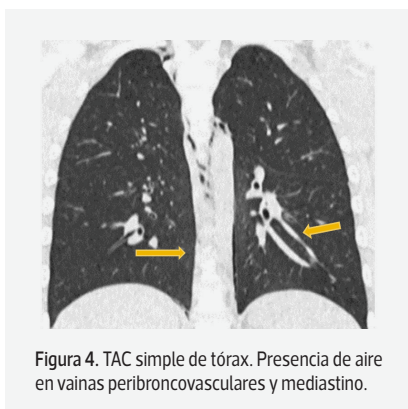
TAC simple de tórax. Presencia de aire en vainas peribroncovasculares y mediastino.
